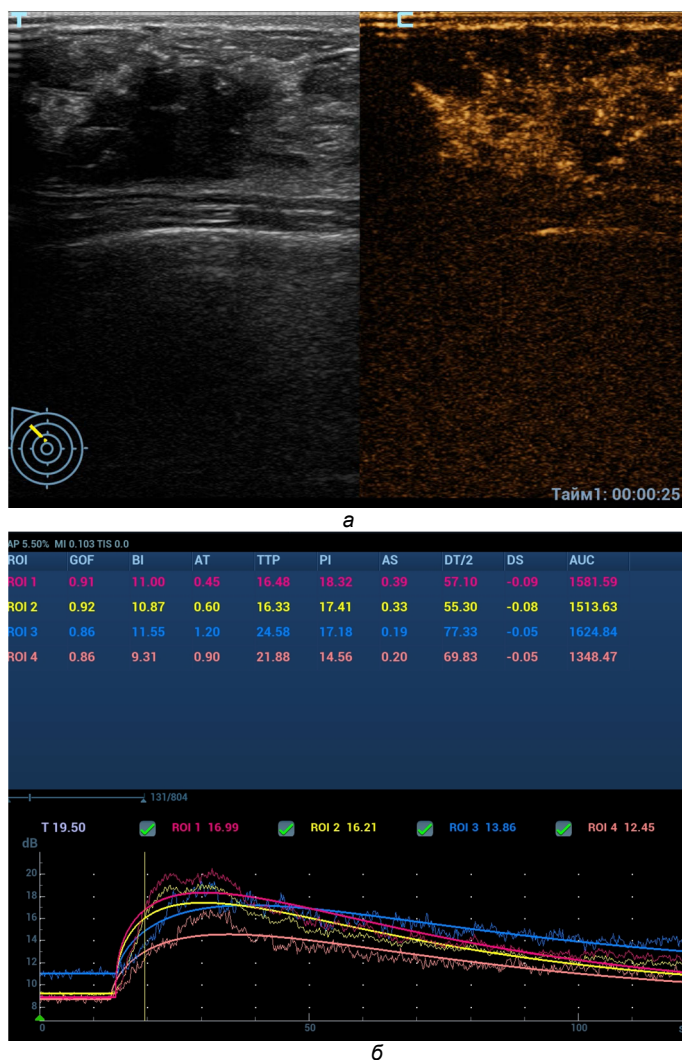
КУЗИ: а – эхограмма, КУЗИ – раннее (22 с) гетерогенное контрастирование опухолевого узла (23×16 мм) с контрастированием перитуморальных тканей, визуализируются аконтрастные зоны – дефекты перфузии; б – TIC (time-intensity curve) – количественные параметры, отражающие динамику контрастирования
